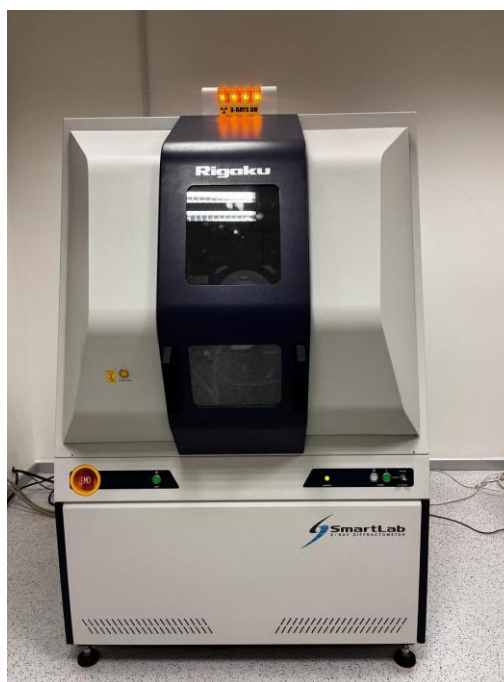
Рентгеновский дифрактометр Rigaku SmartLab
